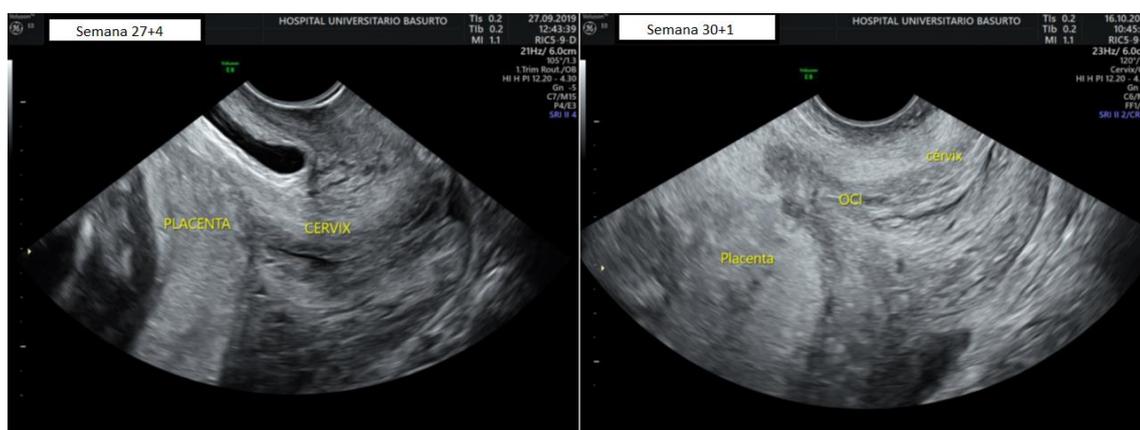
Ecografía vaginal en paciente con placenta previa oclusiva en la semana 27⁺⁴ y 30⁺¹. HUB.
